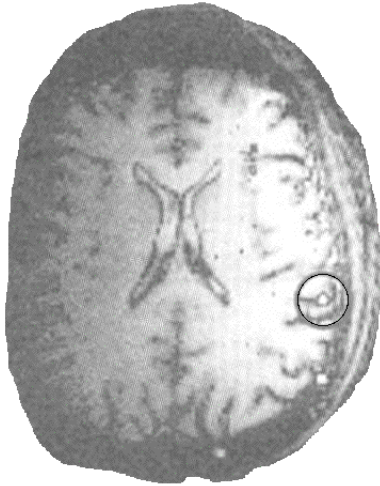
Beispiel aus der MRT-Studie von Spitzer et al. (1995). Das (individuelle) Areal stärkster Aktivität bei der Benennung von Werkzeugen ist durch einen Kreis gekennzeichnet
